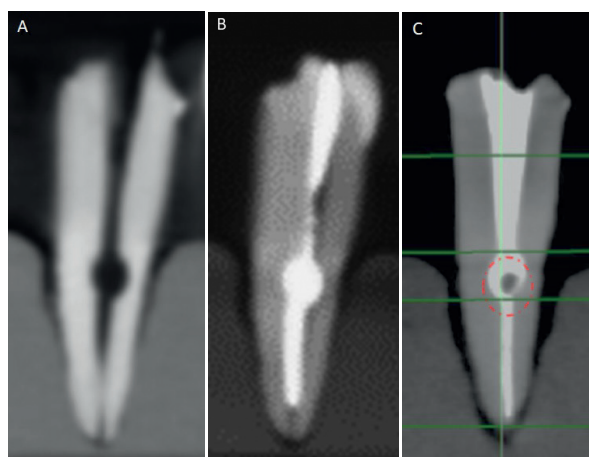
Tomografía computada de haz cónico. A: Previamente a la obturación. B: Tras la obturación con gutapercha inyectable; se observa un espacio vacío en la superficie de la obturación, en tercio coronario. C: Tras la obturación con BioRoot RCS y cono de gutapercha; se observa un espacio vacío en el interior de la RDI.
